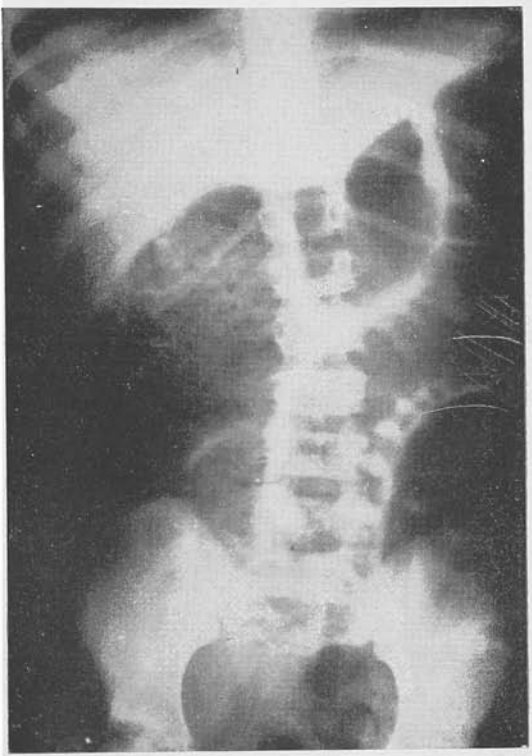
Apendicite aguda gangrenada; íleo adinâmico.* Radiografia em decúbito dorsal horizontal. Sob a imagem opaca do fígado, visibiliza-se o cólon distendido. Sua parede é espessa e provida de duas espécies de pregas: umas mais finas e longas e outras curtas e com as extremidades arredondadas. Na luz do ceco e ascendente há uma imagem em miolo de pão, característica de fezes.
